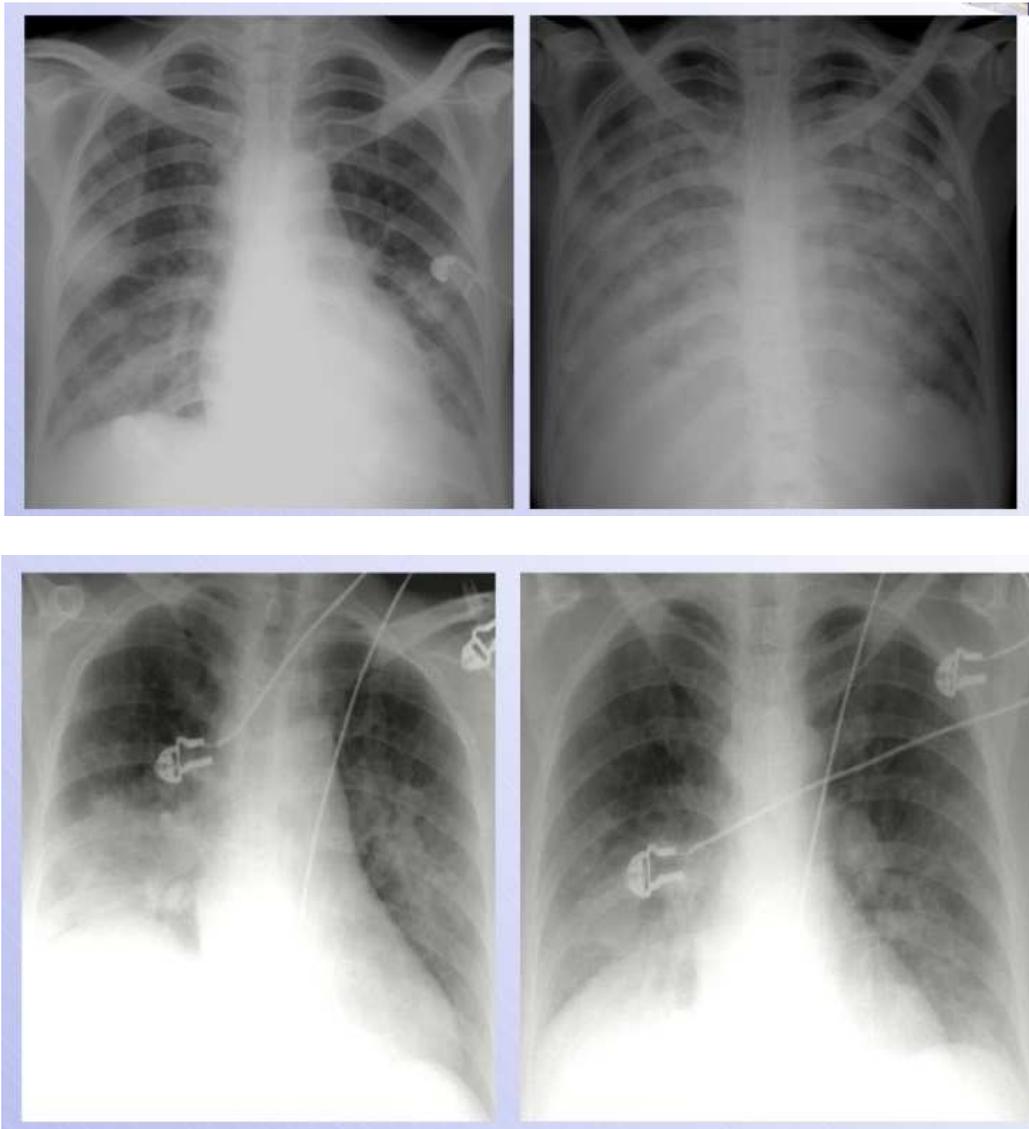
Рентгенологические признаки острого кардиогенного отека легких (в динамике на фоне лечения).
